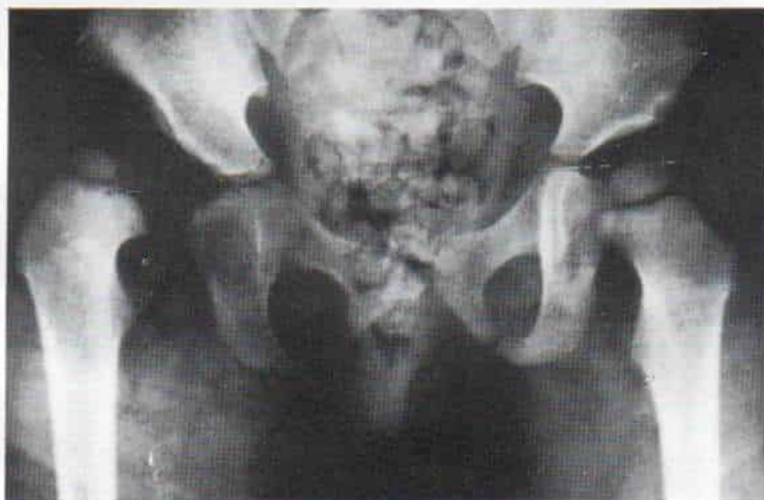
Radiografías de la luxación congénita de la cadera en un niño de dos años de edad.
